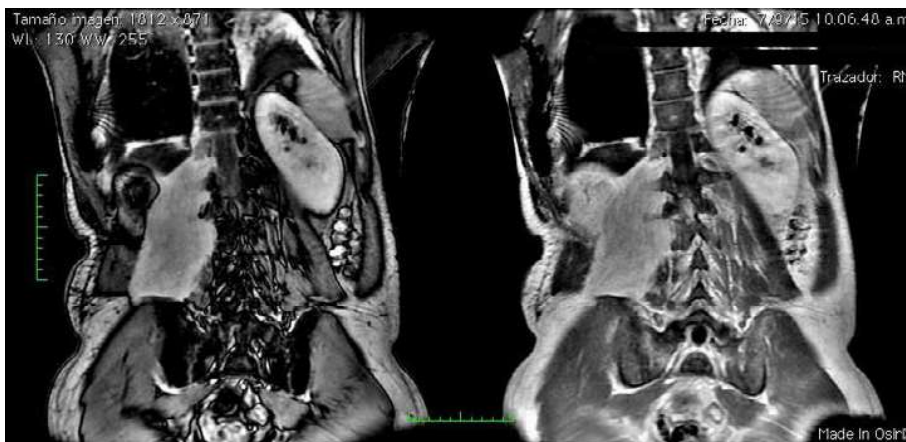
Reconstrucción de resonancia magnética
